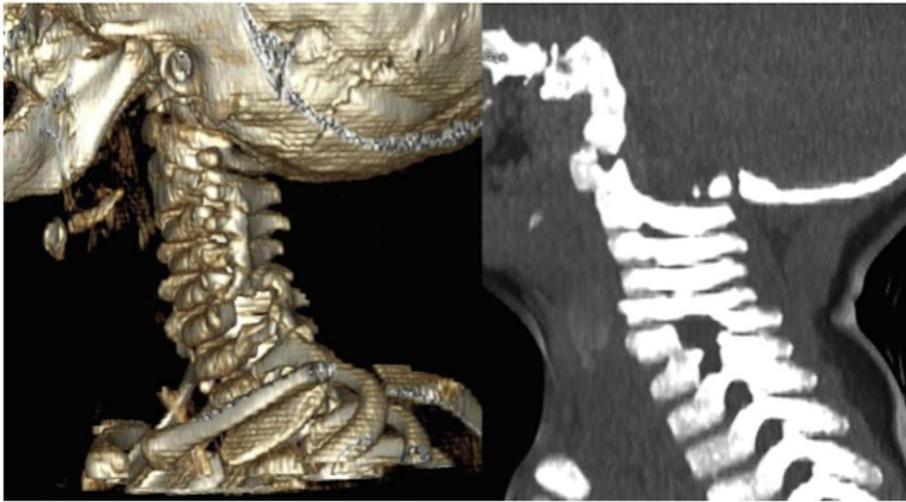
Radiografía sagital reconstruida en 3D, la cual presenta una alineación cervical normal postraumática y la ausencia del pedículo en la vértebra C5 (lado izquierdo).
